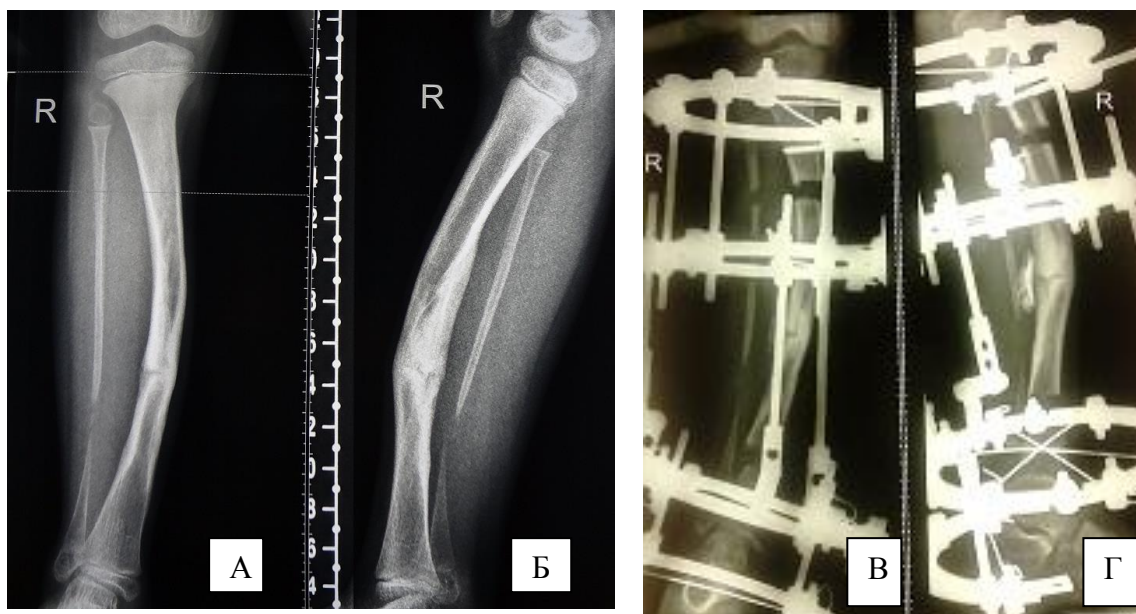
Рентгенограммы пациента с консолидированным ВЛСКГ до (А, Б) и после (В, Г) хирургического вмешательства с двухуровневой остеотомией костей голени
